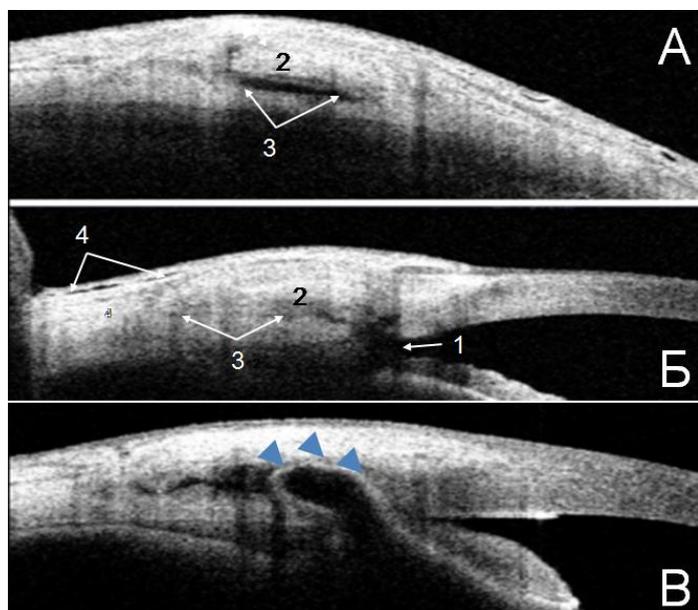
Оптическая когерентная томография фильтрационной подушечки (Visante AS-OCT: Raw Image Mode High Res). Сканирование в двух взаимно перпендикулярных направлениях (параллельно (А) и перпендикулярно (Б) лимбу): 1 – внутренняя фистула; 2 – склеральный лоскут; 3 – интрасклеральное пространство; 4 – конъюнктивальные кисты. В – вклинение радужки во внутреннюю фистулу с ее обструкцией (стрелки).
